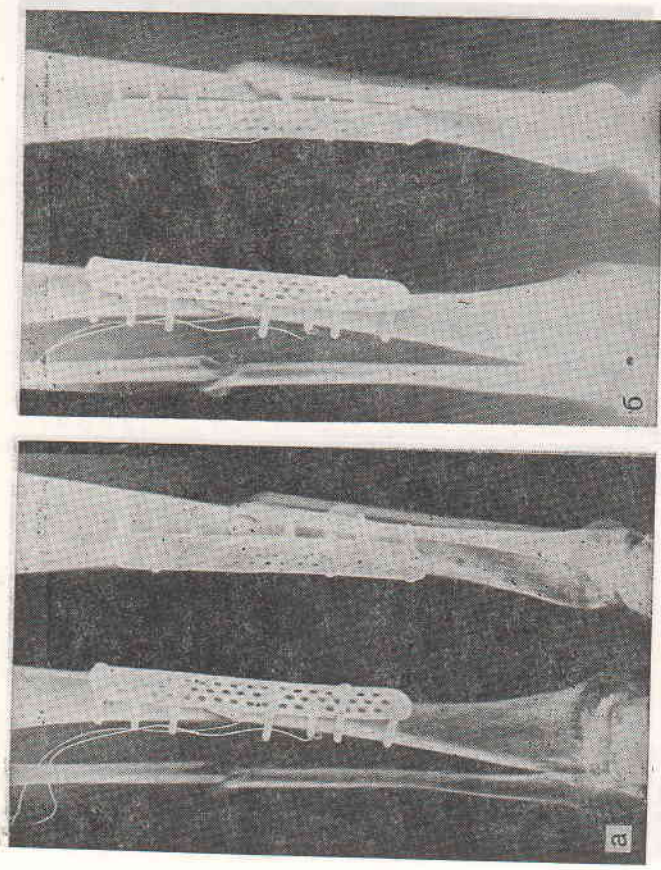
Рентгенограммы большого г. после остеосинтеза пластиной TRX (а) и через 2 мес (б) после ЭСО.
